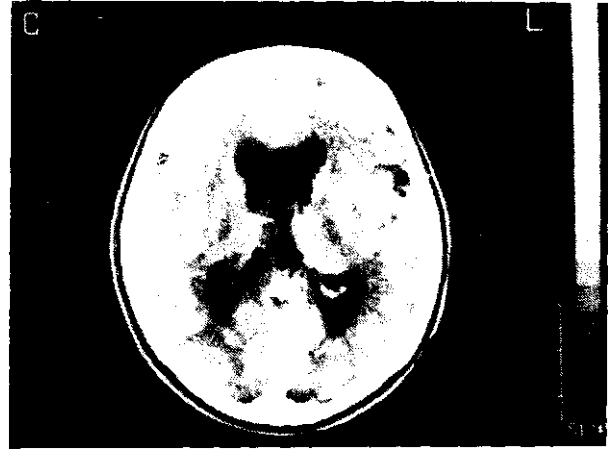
CSP ve CV'nin MRI görünümü
